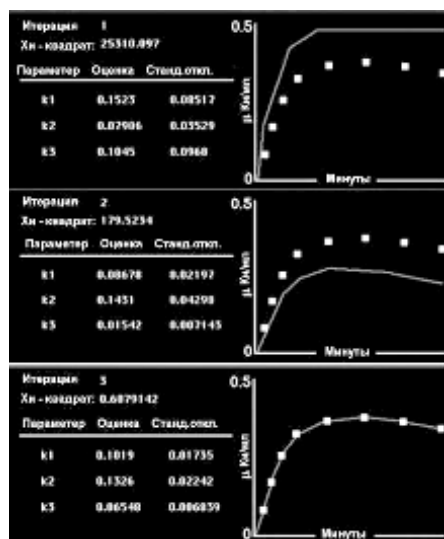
Подгонка экспериментальных кривых методом наименьших квадратов (МНК). Экспериментальные данные – временное изменение активности артериальной плазмы отбираемой в ходе ПЭТ. Подгонка позволяет рассчитать параметры модели (биохимические или физиологические): константы скорости процесса, скорость потока крови, плотность рецепторов и др.
